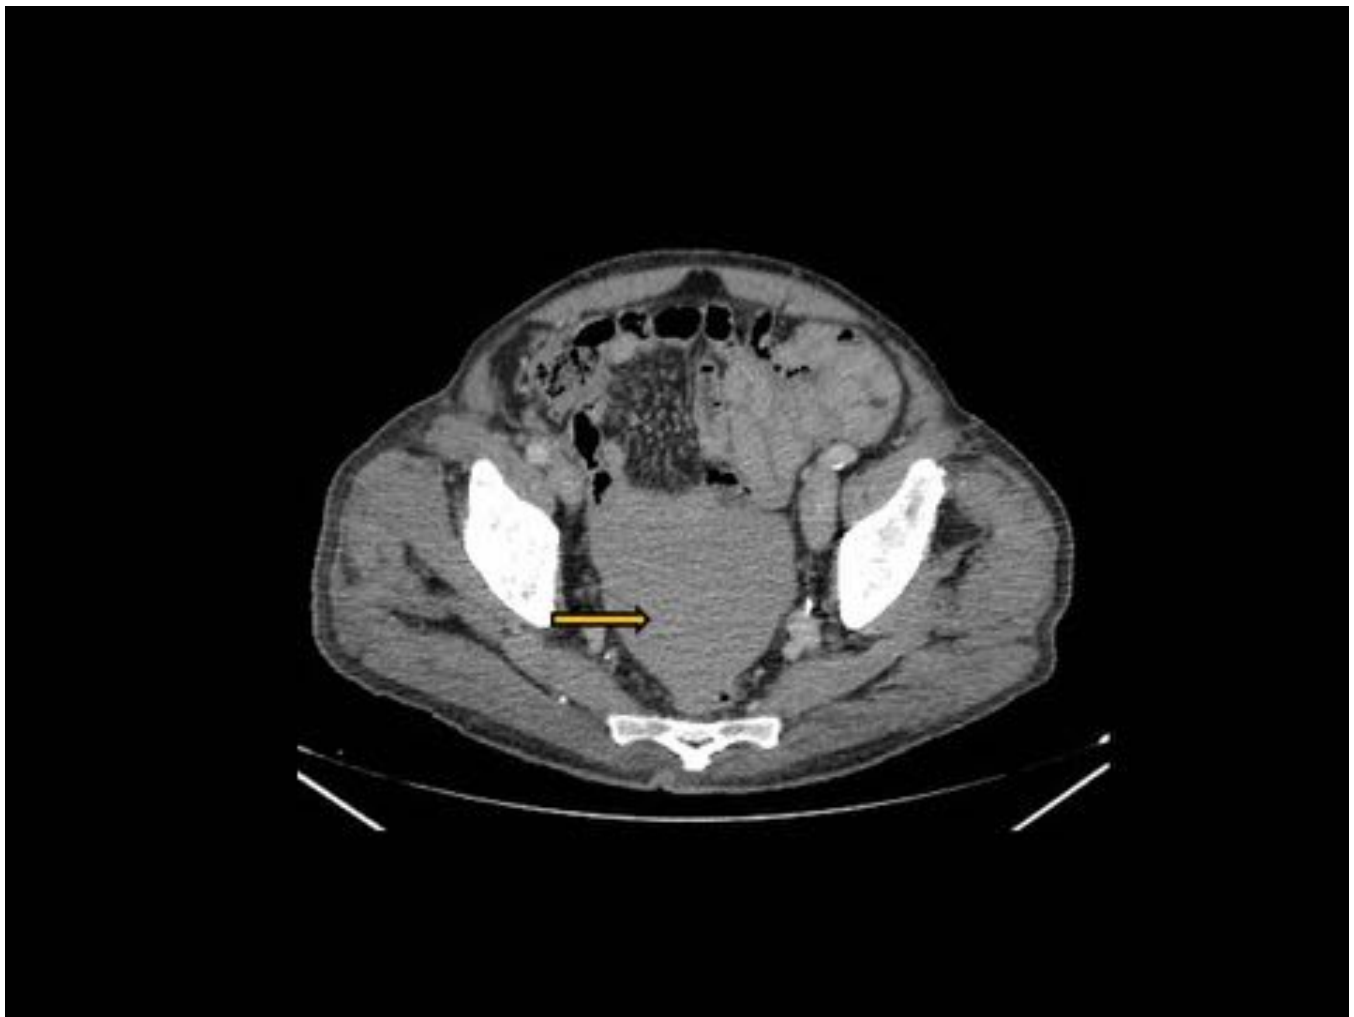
TC con CIV. En pelvis presencia de líquido libre de alta densidad, sugestivo de hemoperitoneo.
